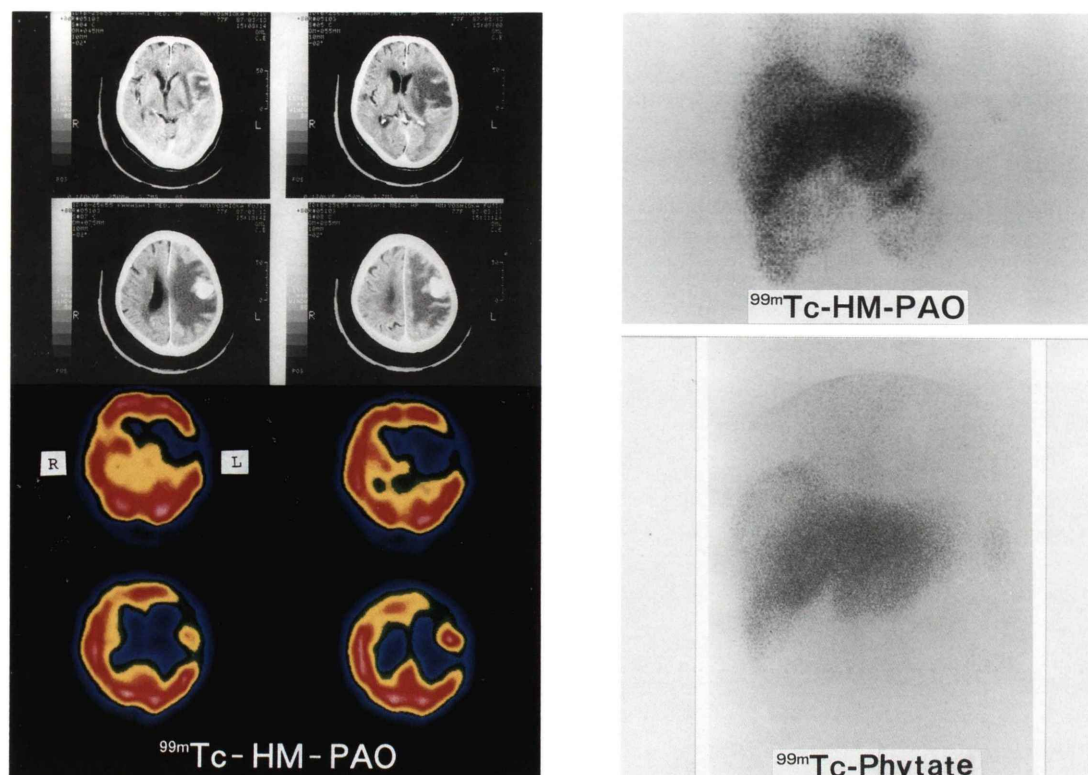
Brain CT, ^{99m}Tc -HM-PAO and ^{99m}Tc -phytate scintigrams in Case No. 10 (hepatoma). The definitely increased accumulation of ^{99m}Tc -HM-PAO in metastatic brain tumor, associated with the decreased accumulation in the edematous region around tumor, was observed in left parietal region. Furthermore, the moderate accumulation of ^{99m}Tc -HM-PAO was noticed in the primary lesion in liver, while the decreased accumulation of ^{99m}Tc -phytate did.
